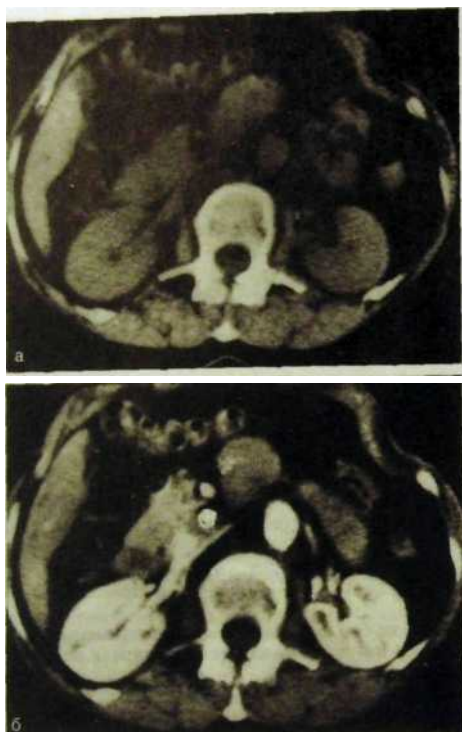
Методика «усиления» при компьютерной томографии, а — томограмма брюшной полости до введения контрастного вещества; б — после внутривенного введения рентгеноконтрастного вещества: усиление тени аорты, сосудов и почек.
